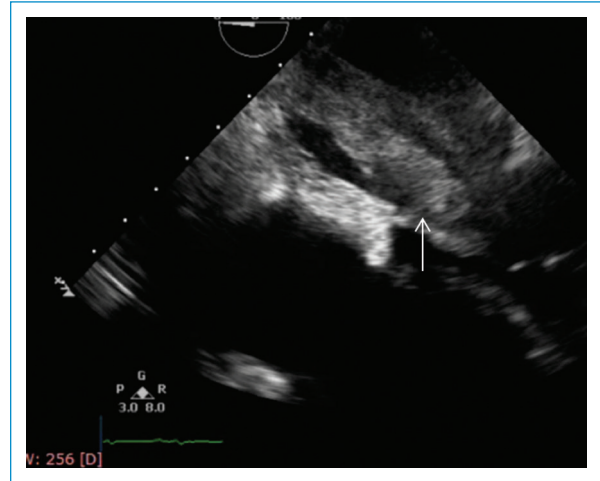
Ecocardiograma transesofágico que muestra el septum interauricular tapizado por una masa de ecogenicidad intermedia (flecha).
